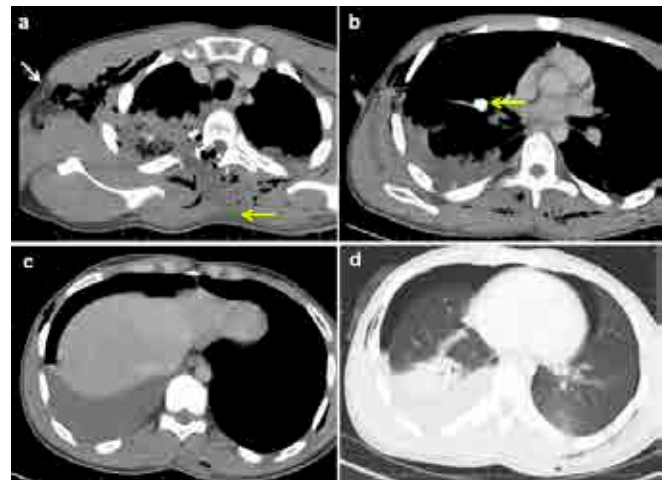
CT images of the patient with lung injury due to firearm injury. Chest CT images show the entrance (white arrow) and exit (yellow arrow) of the bullet from the chest wall, the trace of the bullet, b) the part of the bullet in the lung parenchyma (yellow arrow) and c-d) hemothorax and pneumothorax.
